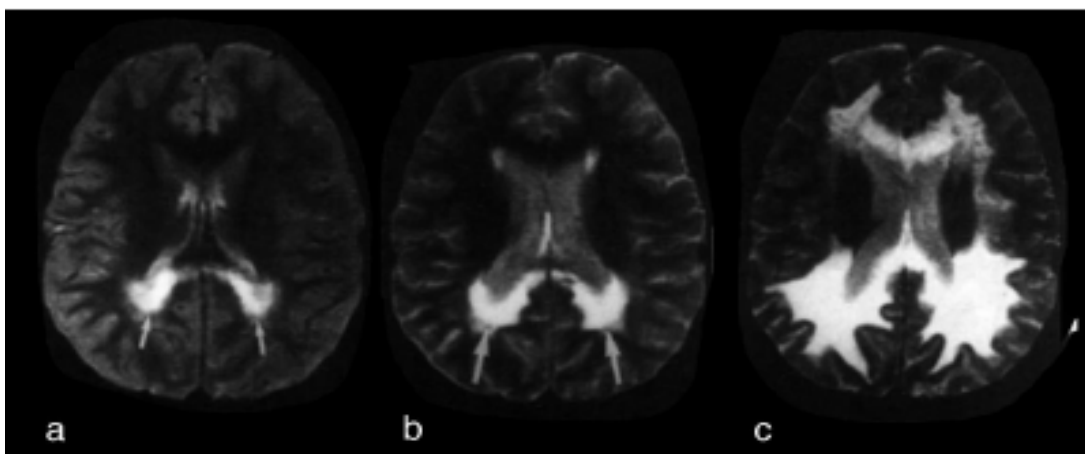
Magnet-Resonanz-Tomographie eines Kindes mit CCALD (Dubois-Dalcq et al., 1999).
